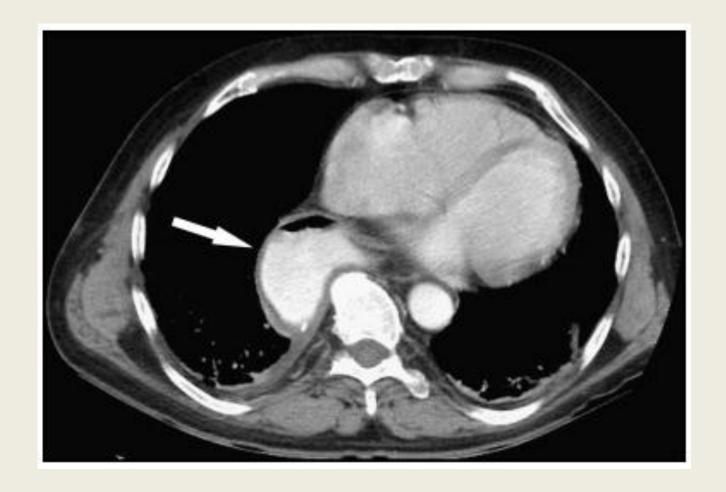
TAC torácico: distensão difusa do esófago, contendo no lúmen resíduo alimentar, com efeito compressivo do esófago sobre a traqueia
